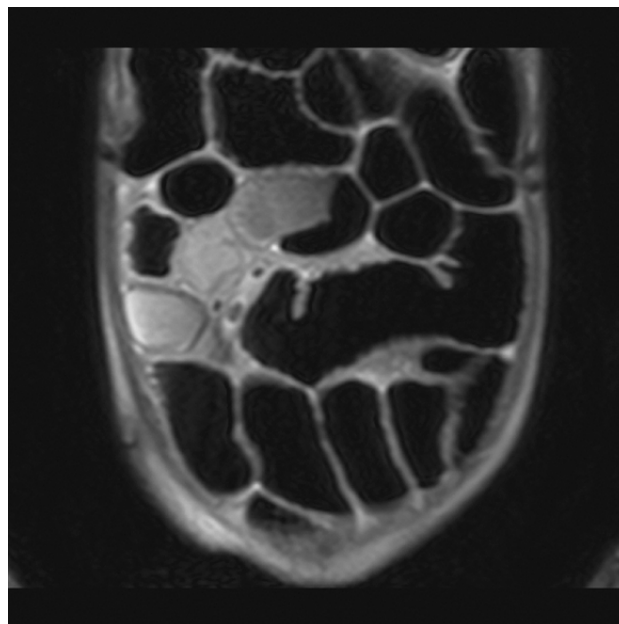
Axial MRI enterography image of jejunal-ileal and colonic dilatation.
